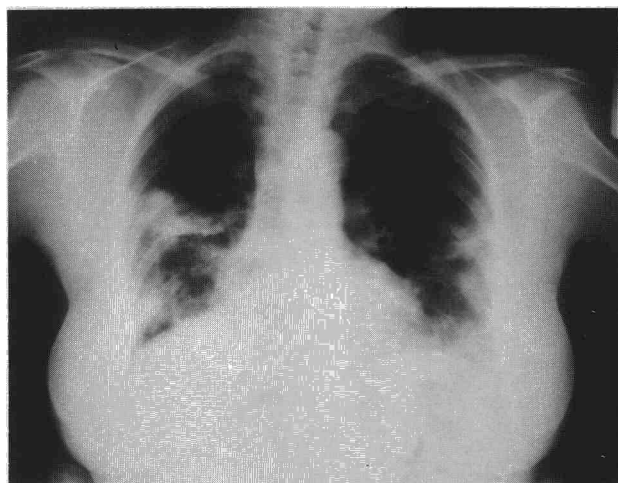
Radiografía PA de tórax al inicio del cuadro clínico.
